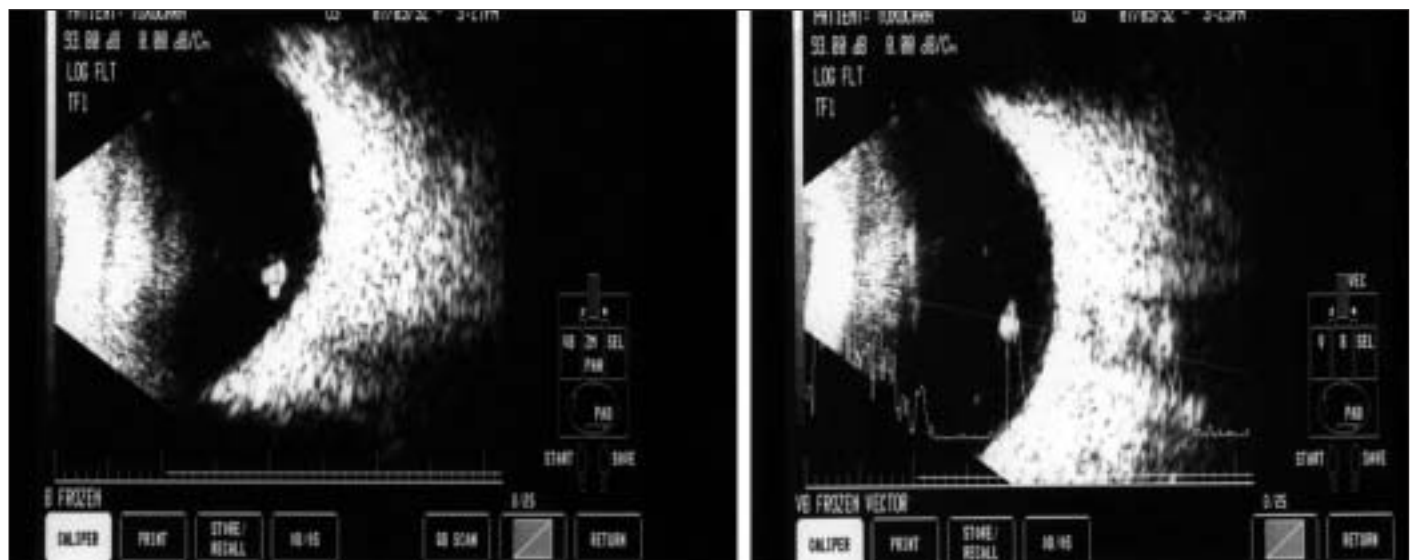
Ultra-sonografia mostrando presença de eco vítreo de alta refletividade, com mobilidade, na cavidade vítrea
